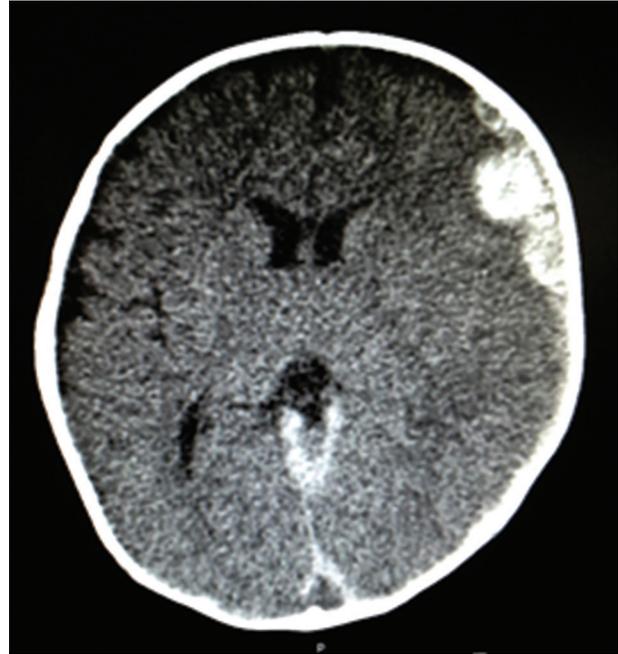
Computerized tomography of brain revealed abnormal findings as follows:
